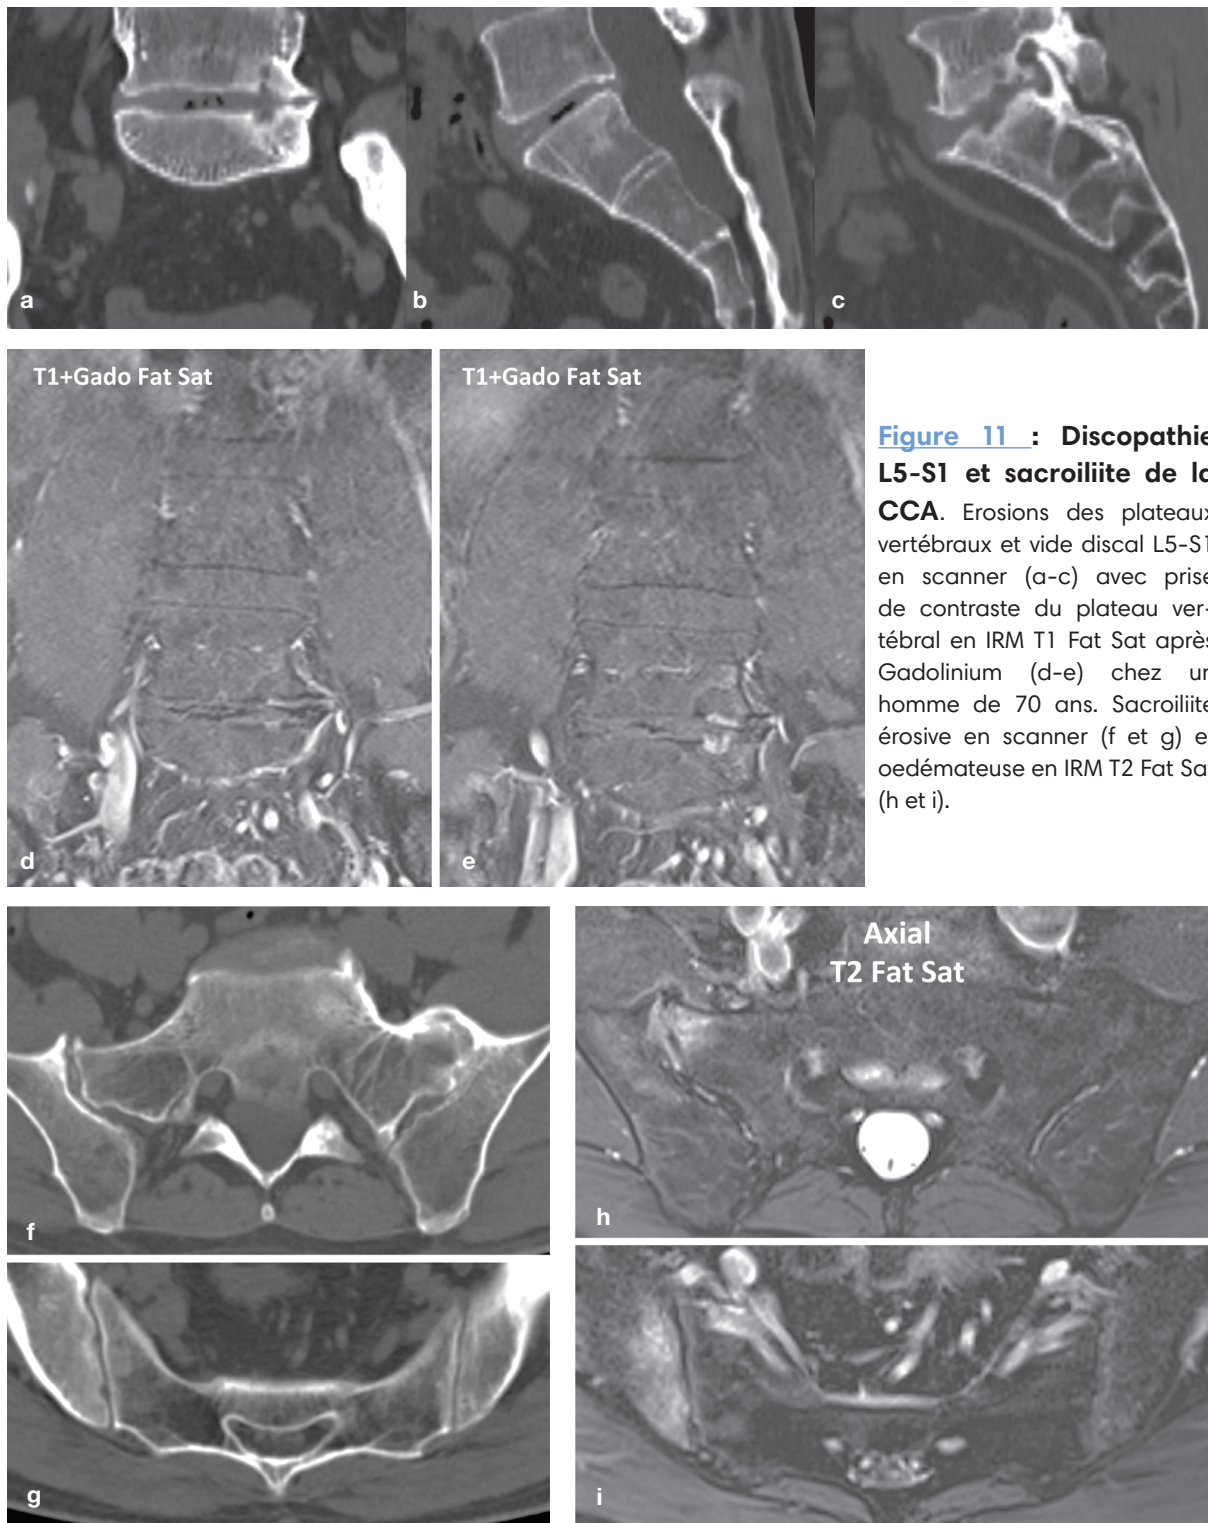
Discopathie L5-S1 et sacroiliite de la CCA. Erosions des plateaux vertébraux et vide discal L5-S1 en scanner (a-c) avec prise de contraste du plateau vertébral en IRM T1 Fat Sat après Gadolinium (d-e) chez un homme de 70 ans. Sacroiliite érosive en scanner (f et g) et oedémateuse en IRM T2 Fat Sat (h et i).
